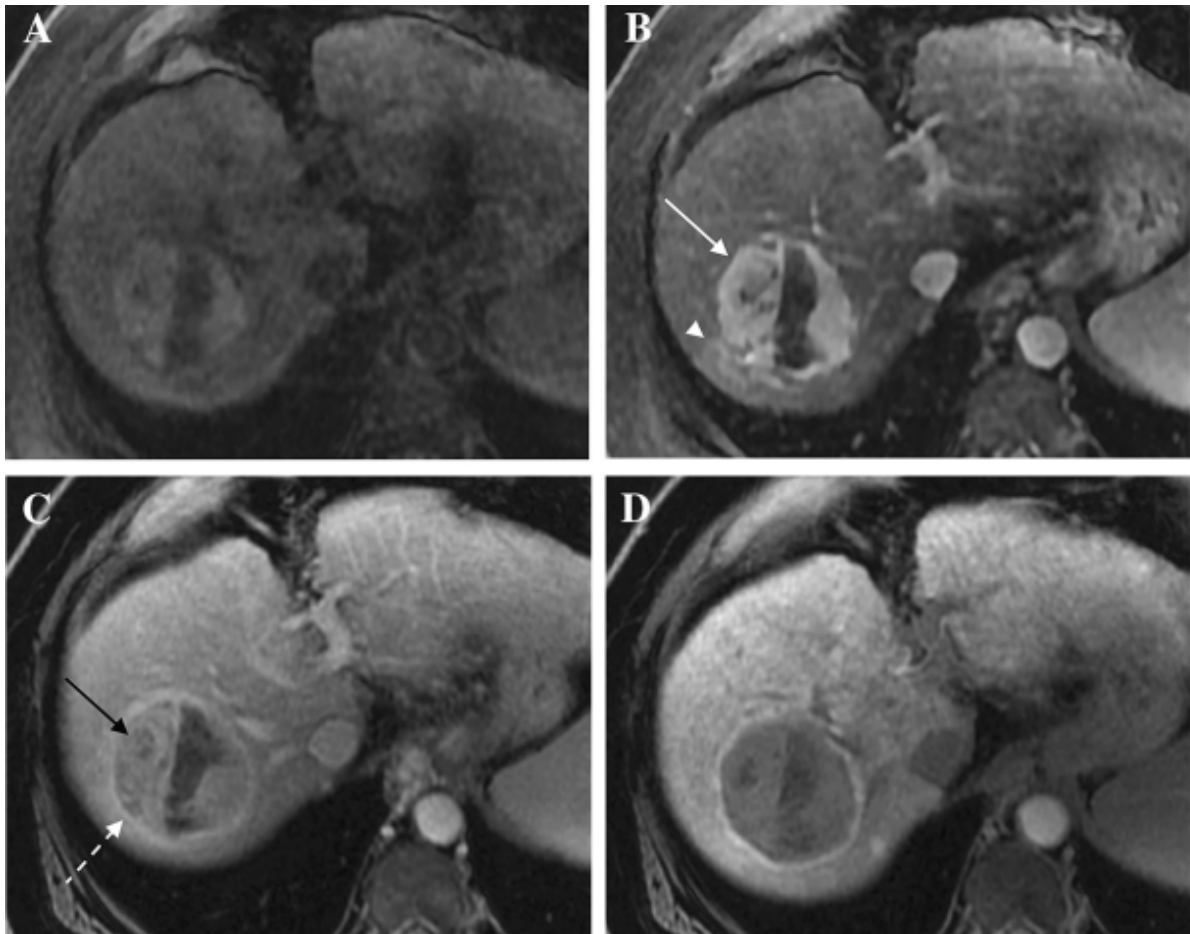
Hyper vascularisation de la phase artérielle. Les images IRM pondérées en T1 en phase pré-contrasté (A), artérielle tardive (B), veineuse porte (C) et hépatobiliaire (D) après administration de gadoxétate démontrent une observation de 64 mm avec une hyper vascularisation de la phase artérielle (flèche blanche), un aspect de lavage (flèche noire) et l'amélioration de l'apparence de la capsule (flèche pointillée). Bien que la partie centrale de l'observation ne démontre pas d'hyper vascularisation artériel, cette caractéristique majeure est considérée comme présente dans l'observation aux fins de la catégorisation LI-RADS[62]
